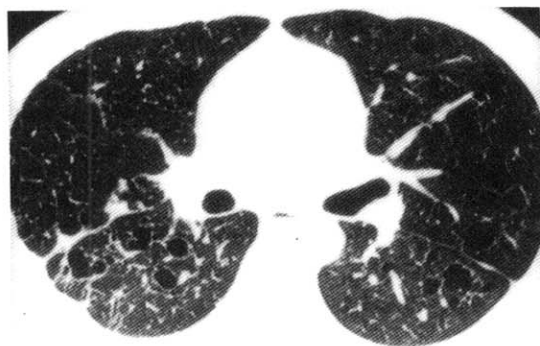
HRCT of the chest shows multiple, bizarre shaped cystic lesions and small nodular densities on the entire lung fields (Honeycombing appearance).
